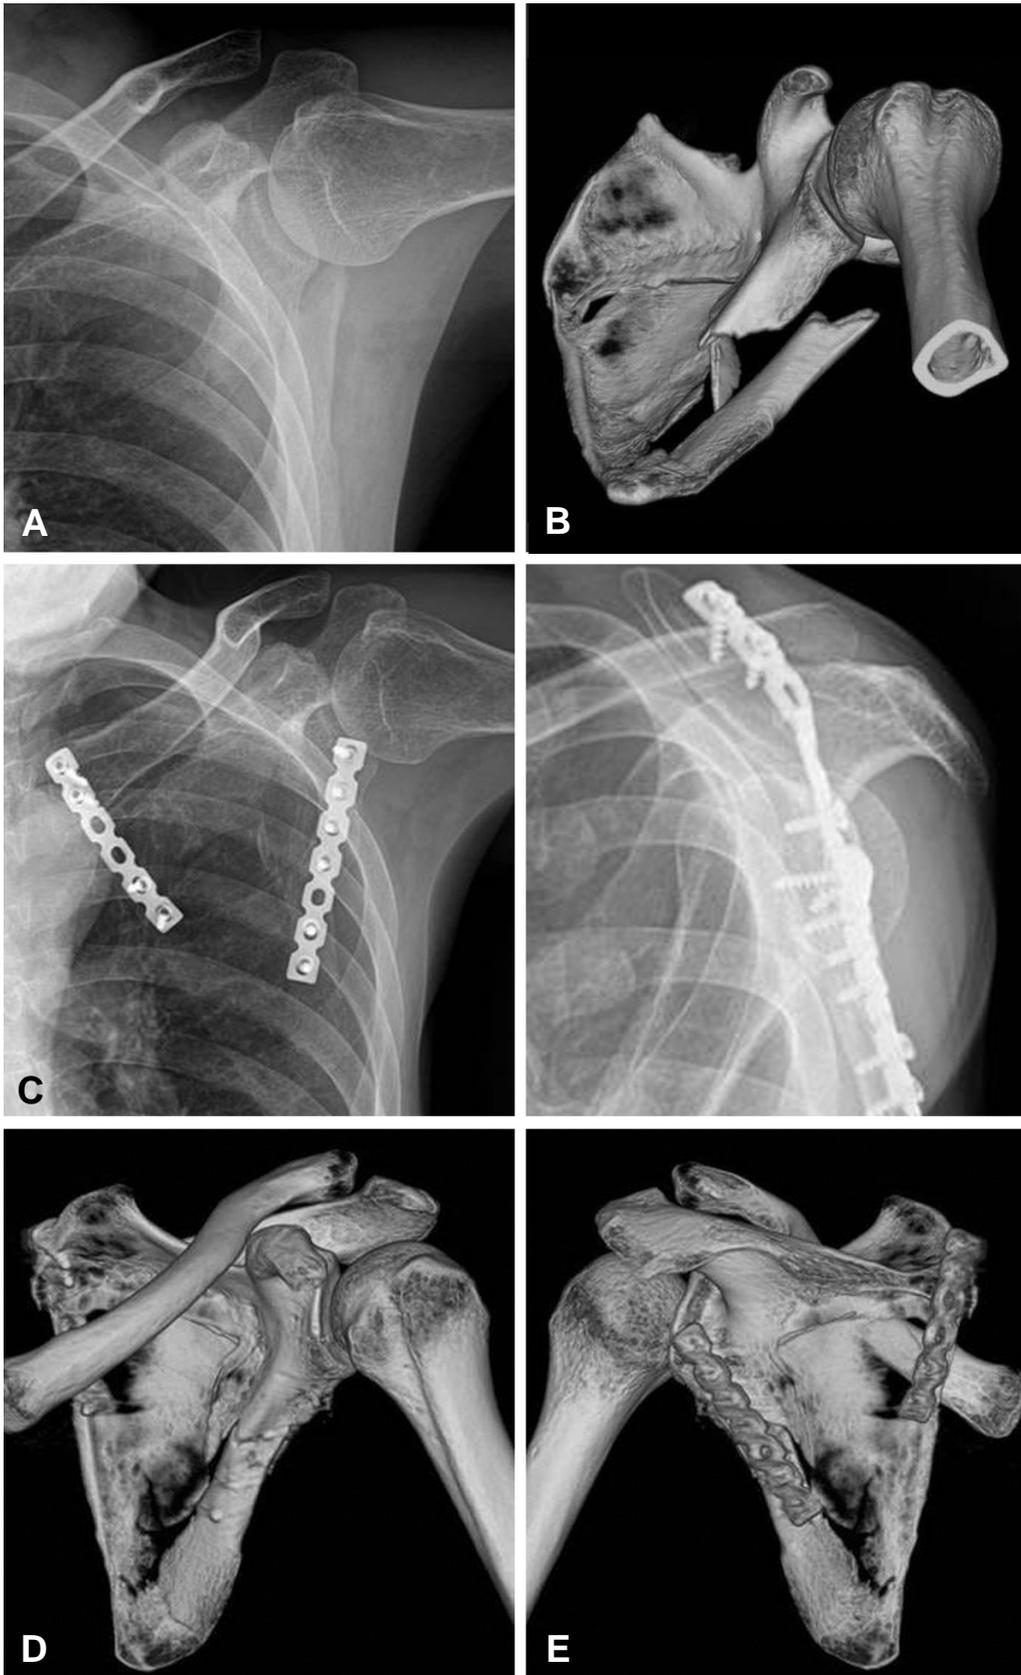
(A, B) The glenoid and neck is displaced medially with severe translation of the lateral border of the scapula. (C, D, E) simple X-ray and 3-D CT scan showing anatomically repaired scapula.
